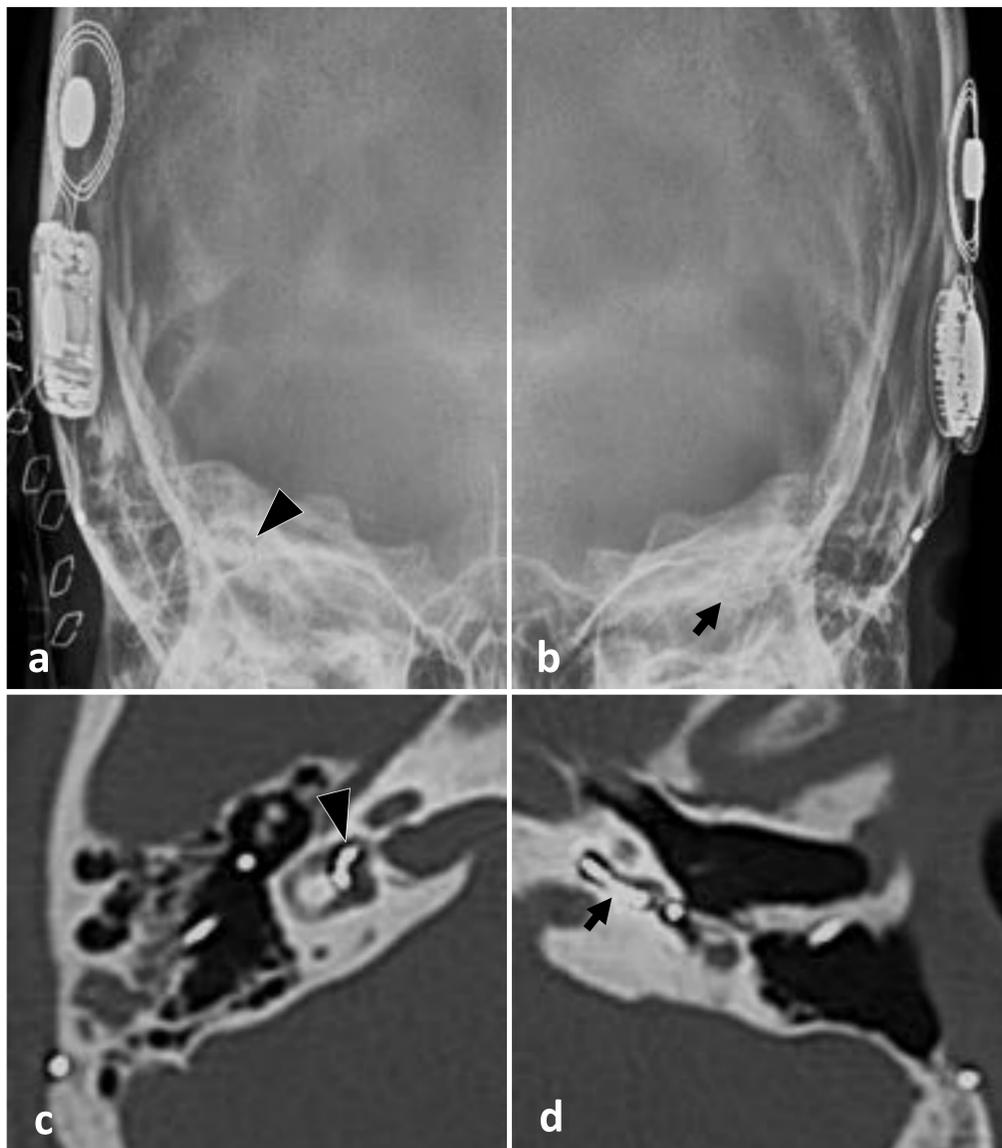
Ejemplo de malposición de dispositivos médicos). (a, b) RX craneal (proyección de Towne) tras colocación de implante coclear bilateral, peñascos derecho e izquierdo. (c, d) TC de peñascos, axial, ventana hueso (amplitud entre 3500 y 4000), lado derecho e izquierdo. Implante derecho malposicionado en el interior del vestíbulo (punta de flecha); el izquierdo correctamente posicionado en la cóclea (flechas negras), con la morfología típica espiral. El paciente tenía hipoacusia derecha.
